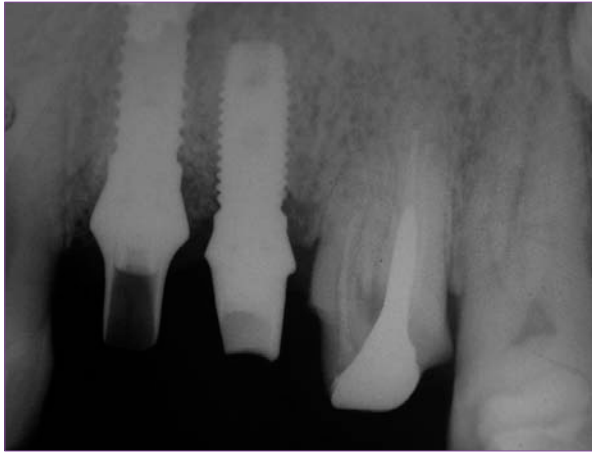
Radiografía de los pilares en posición.
